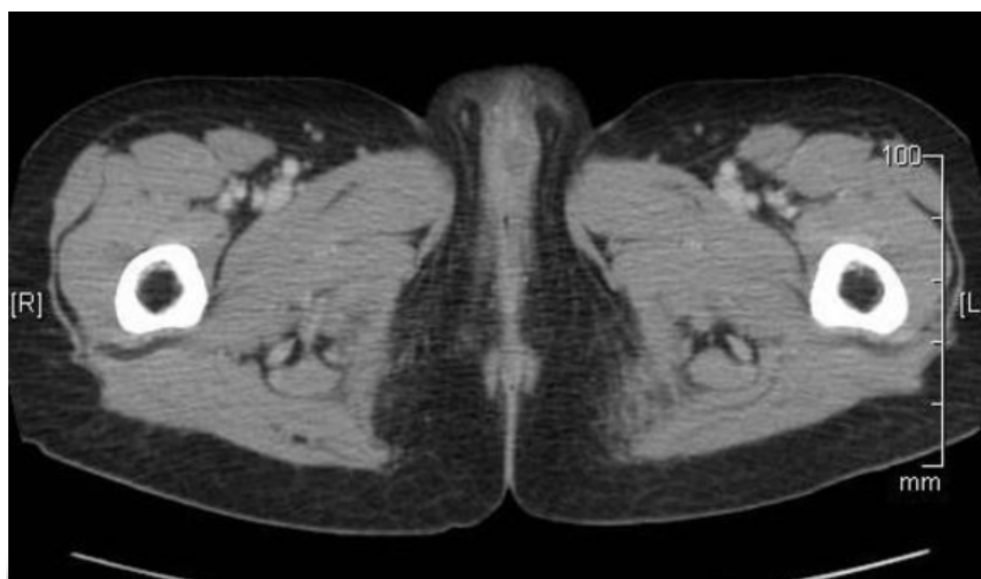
TDM - Abdomino pelvienne montrant la présence au niveau de la vulve d'une formation tissulaire de 15 mm de diamètre avec petit foyer hypodense en rapport avec une zone nécrotique des adénopathies inguinales infra-centrimétriques.
